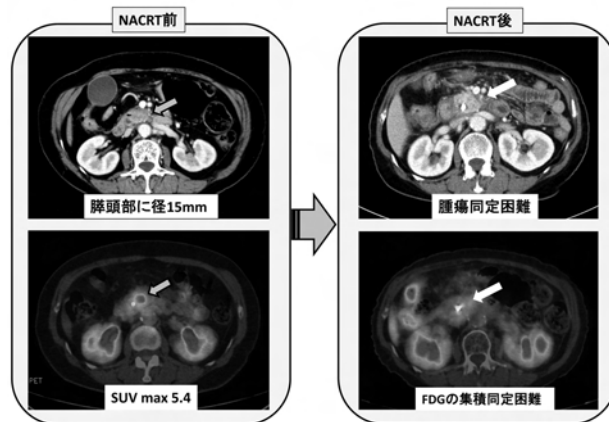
level 1-IMRT 50Gy 治療症例のNACRT 前後のCT, FDG-PETの比較
